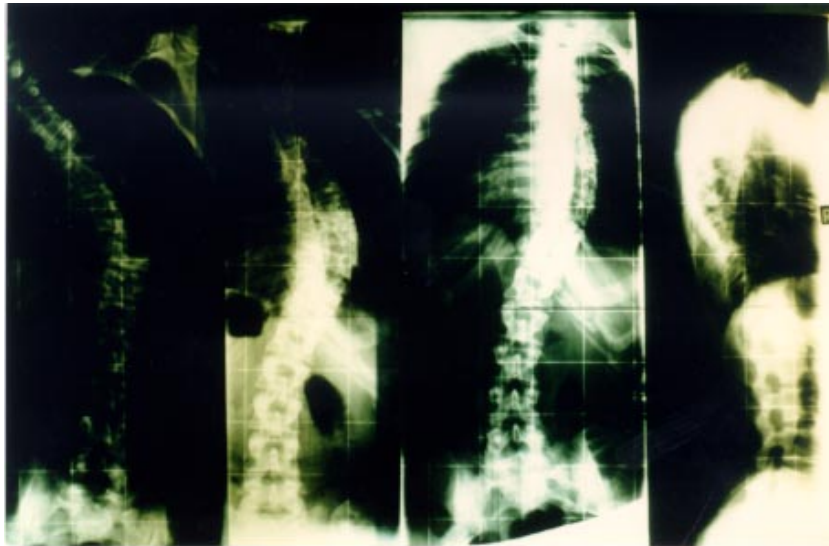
Imágenes de telerradiografías de la misma paciente evidenciando una escoliosis
